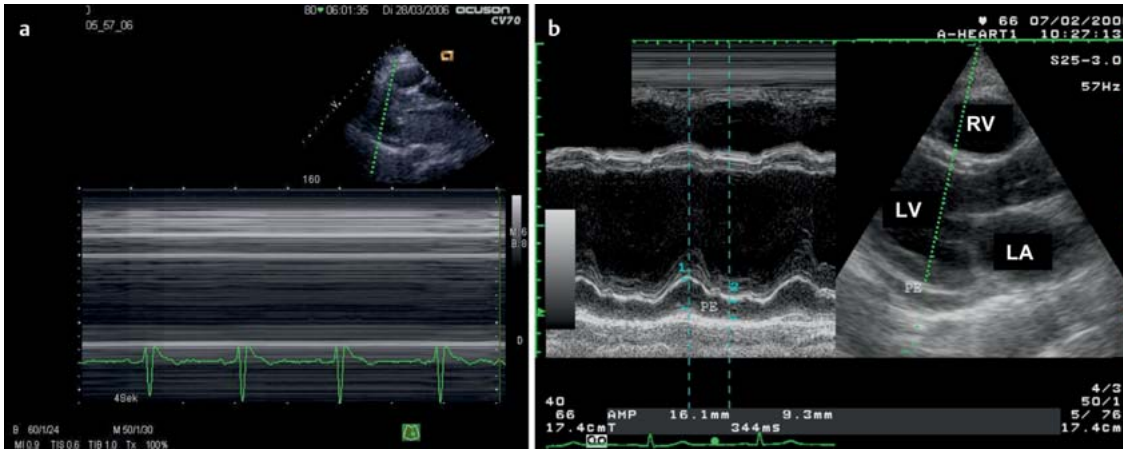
und b „Echte“ PEA im Vergleich zur „Pseudo“-PEA, parasternal, lange Achse. a M-Mode-Darstellung des Fehlens von Wandbewegungen mit regelmäßiger elektrischer Aktivität. Eine solche Darstellung eignet sich zur einfachen Befunddokumentation. b „Pseudo-PEA“ mit Nachweis von Wandbewegungen. Als Nebenfund findet sich ein kleiner posteriorer Perikarderguss ohne hämodynamische Wirkung. LA = linker Vorhof, RA = rechter Vorhof, LV = linker Ventrikel, RV = rechter Ventrikel.
